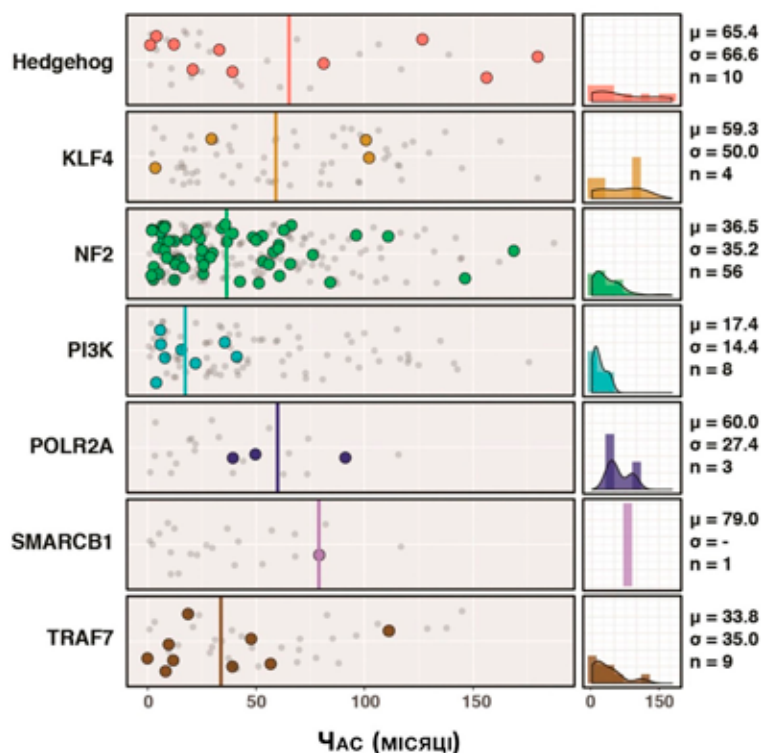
Час рецидивування менінгіом. Наведено час появи рецидиву (кольорові крапки) або останнього МРТ-дослідження без рецидивування (сірі крапки). Середні значення для кожної групи показано суцільними лініями. Графіки щільності рецидивування наведено праворуч разом із середнім значенням (μ), стандартним відхиленням (σ) та кількістю рецидивів (n) [2]
